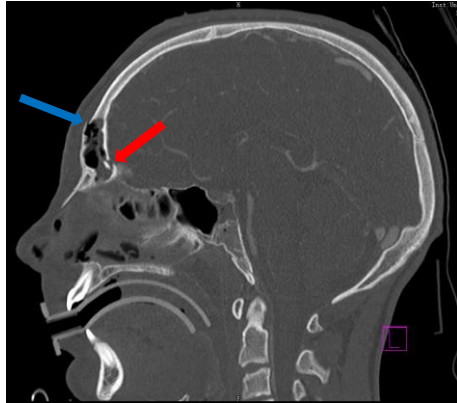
sagittaler Schnitt im CT des Patienten
